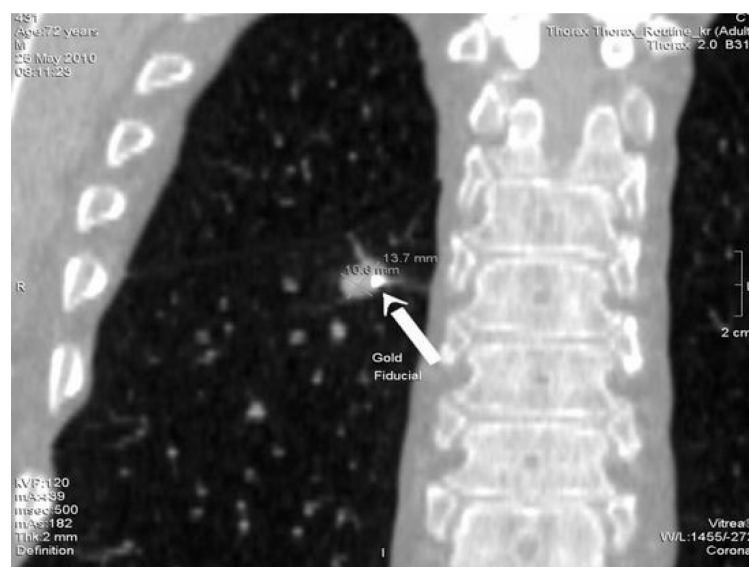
КТ через 1 месяц после лечения. «Остаточная тень» небольших размеров.
